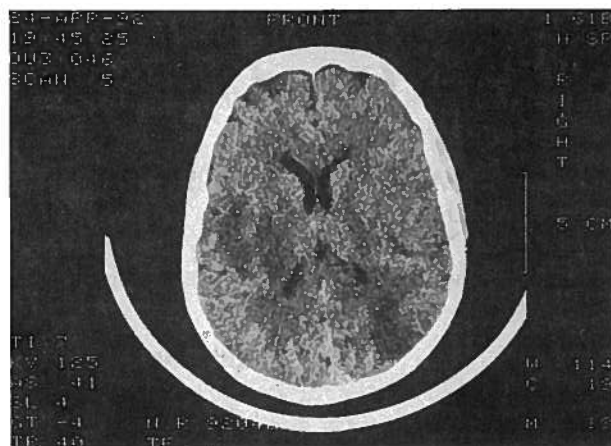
TAC do crânio efectuada em 24/4/92 revela hipodensidades mais evidentes na região têmporo-parietal esquerda.
